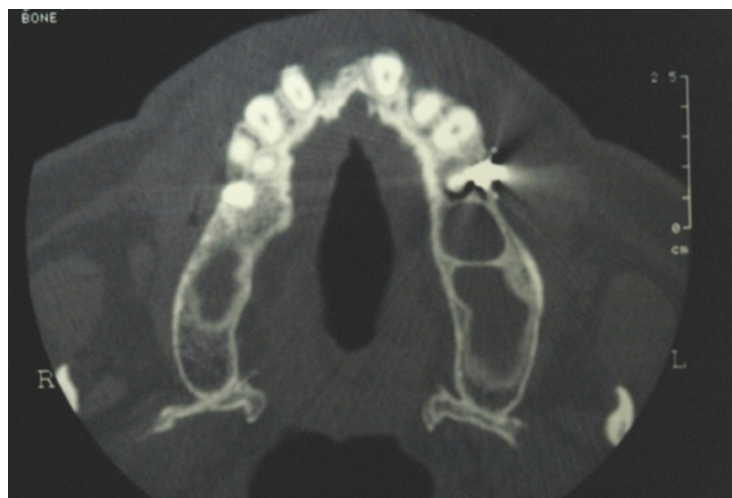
Tomografia computadorizada que revela a presença de septo ósseo no seio maxilar esquerdo (Beretta et al., 2012).
